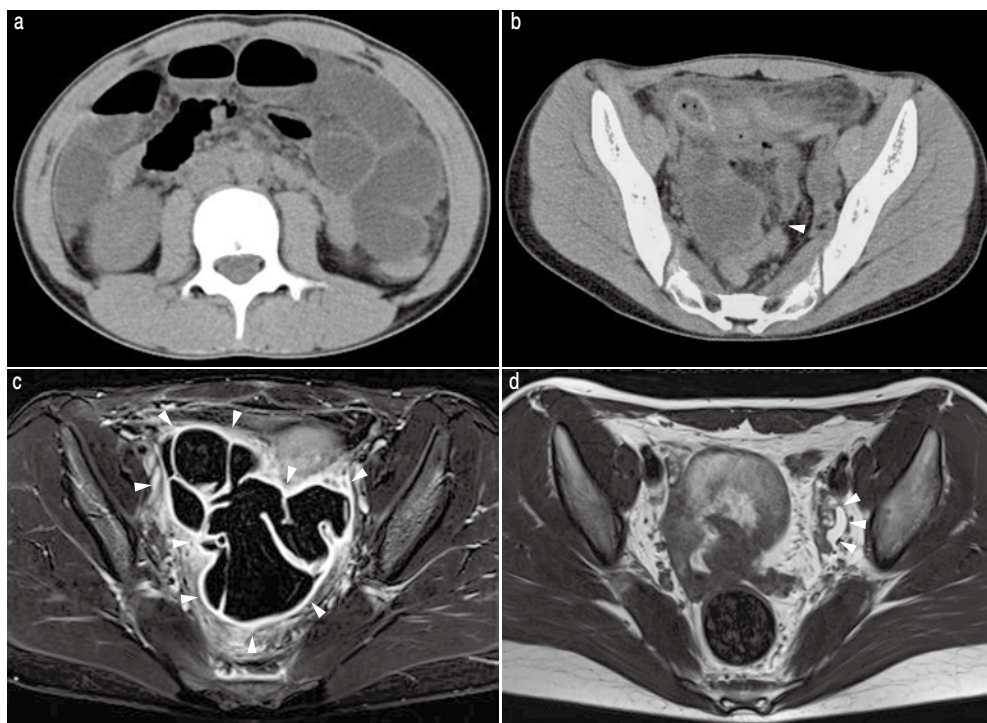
腹部骨盤単純CT (a, b), 骨盤部造影MRI (c), 骨盤部単純MRI (d)
